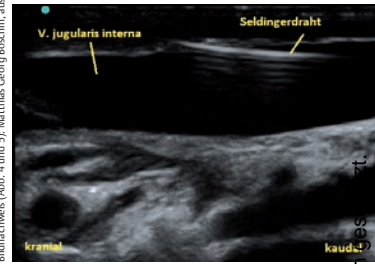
Sonografische Abbildung in der Längsachse: Der eingelegte Seldinger-Draht ist deutlich zu sehen.
